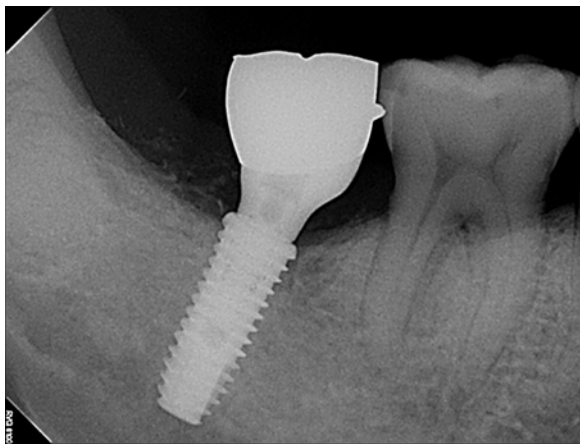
Periapical radiography 1 year after final prosthetic delivery.
